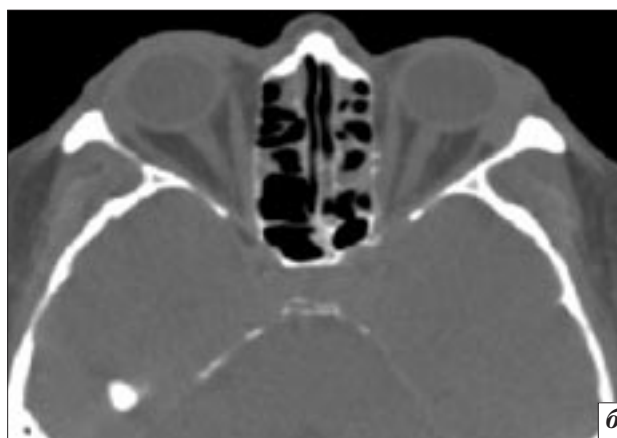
Компьютерные томограммы орбит (аксиальная проекция) пациентов без орбитальной патологии: *а* – узкая длинная орбита; *б* – широкая короткая орбита.
